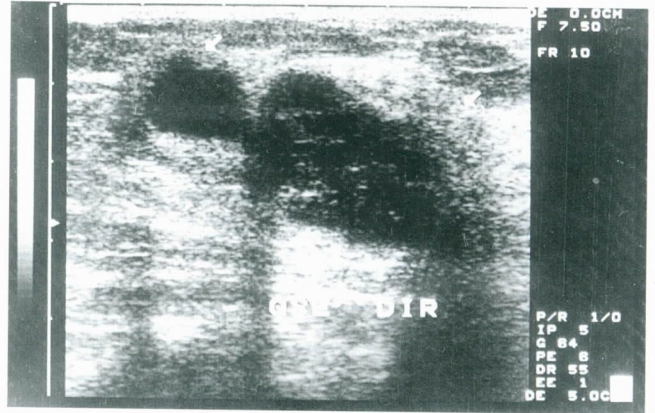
Ultra-sonografia: duas imagens, hipocóicas, de contornos algo irregulares, sólidas
